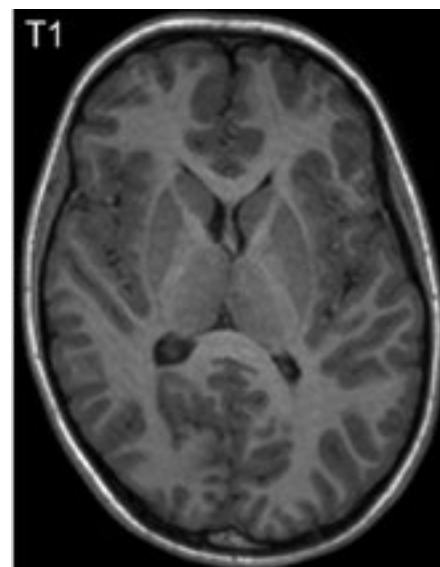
T1-weighted image of a 10-year-old male showing normal anatomy at the level of the basal ganglia.
